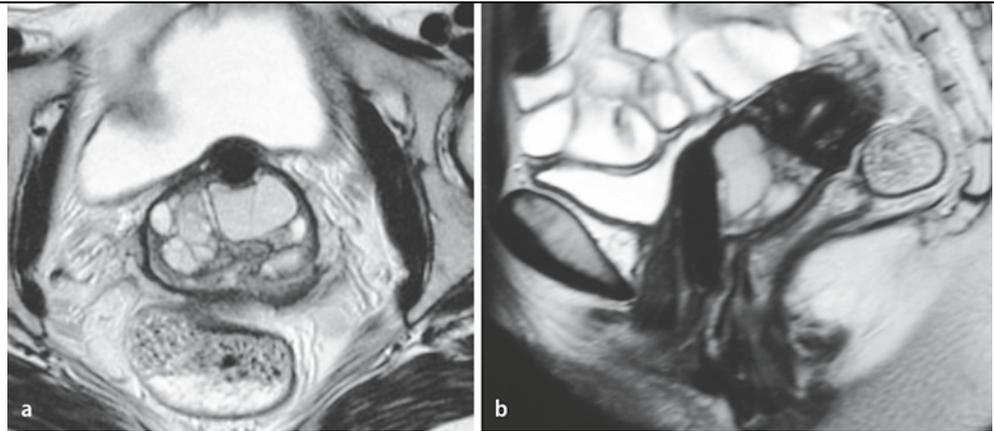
▲ Das „Adenoma malignum“ ist ein muzinöses Adenokarzinom, eine seltene zervikale Neoplasie. In der T2-gewichteten MRT ist der multizystische Aspekt charakteristisch (a transversal, b sagittal)
